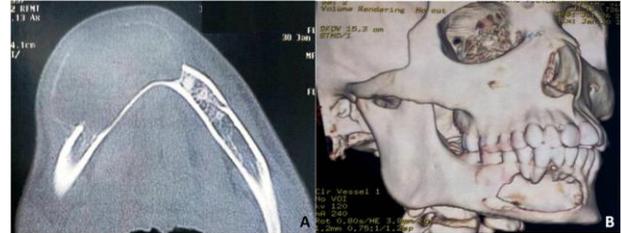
A) Imagem de tomografia computadorizada corte axial; B) Imagem de tomografia computadorizada em reconstrução 3D. Observavam-se lesão em região de mandíbula.
